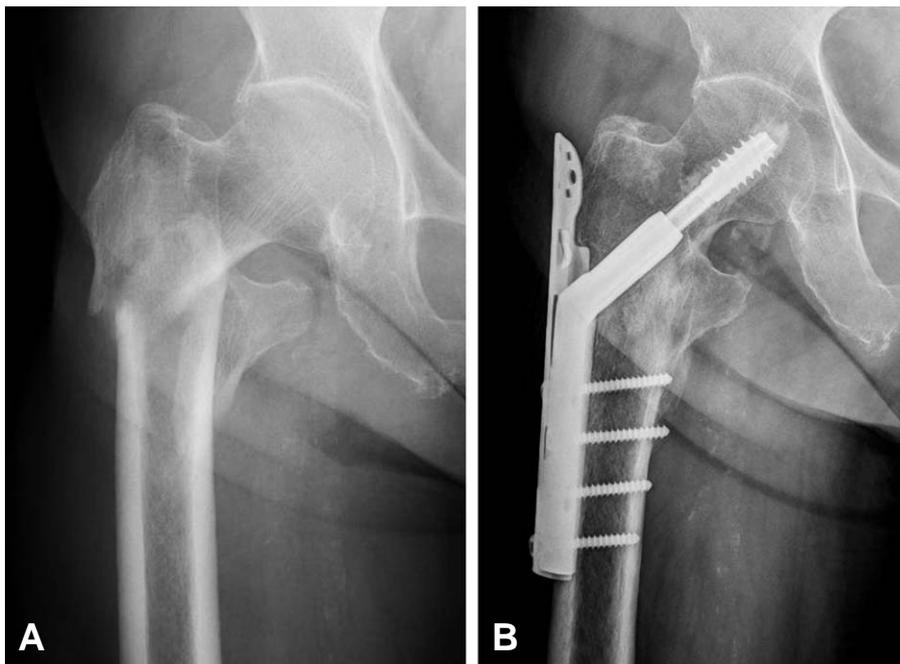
(A) Radiographs of the unstable intertrochanteric fracture (AO/OTA A3.3 type). (B) 68 year-old female patient was treated by RCHS with cement augmentation and TSP, and 7 months later, Radiographs showed well union state without collapse and shortening of fracture site.
